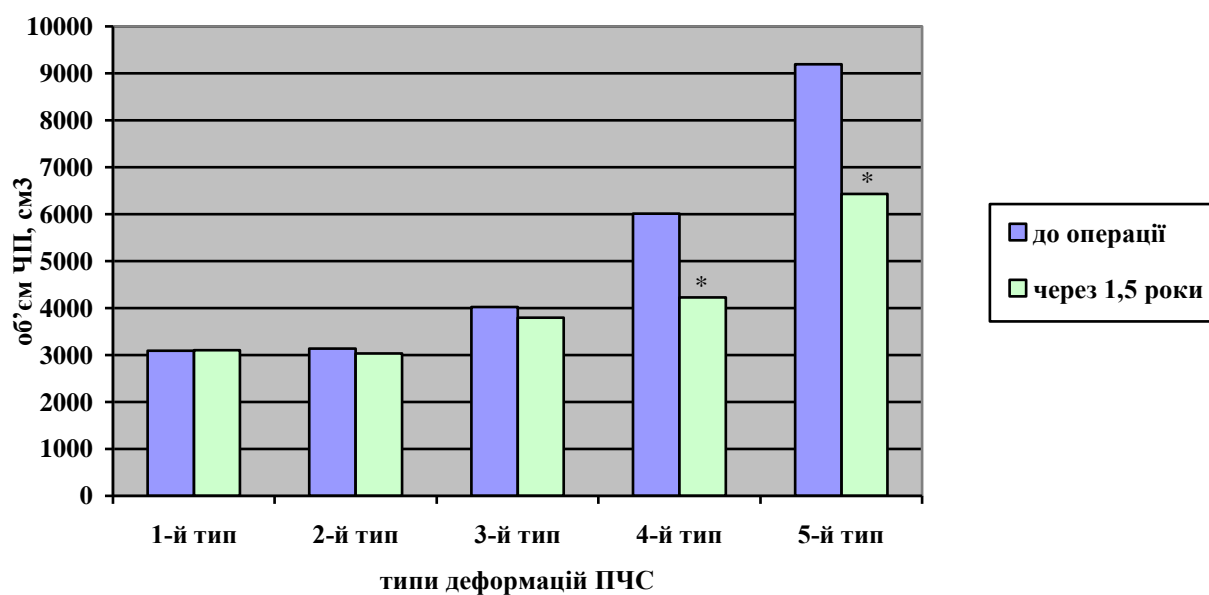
Вплив абдомінопластики на об'єм черевної порожнини при різних типах деформацій ПЧС за результатами КТ.
